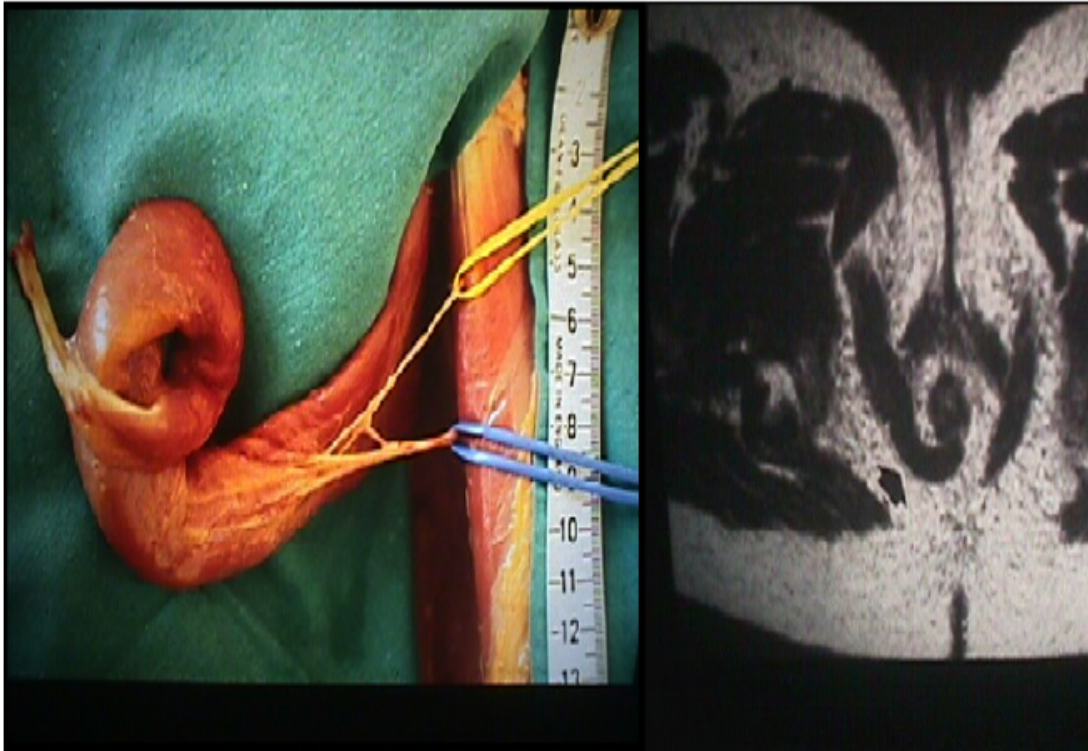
Graciloplastie du sphincter anal : préparation chirurgicale du muscle gracilis et image IRM du muscle enroulé autour du canal anal [61].
